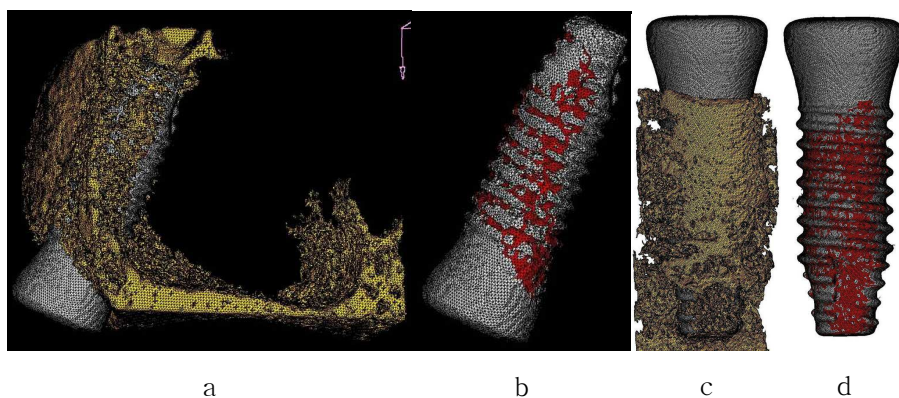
Three-dimensional micro-CT showing the bone(yellow) around the implants(gray)(a, c) and the bone-to-implant contact area (red) around the implant surface(gray)(b, d).
